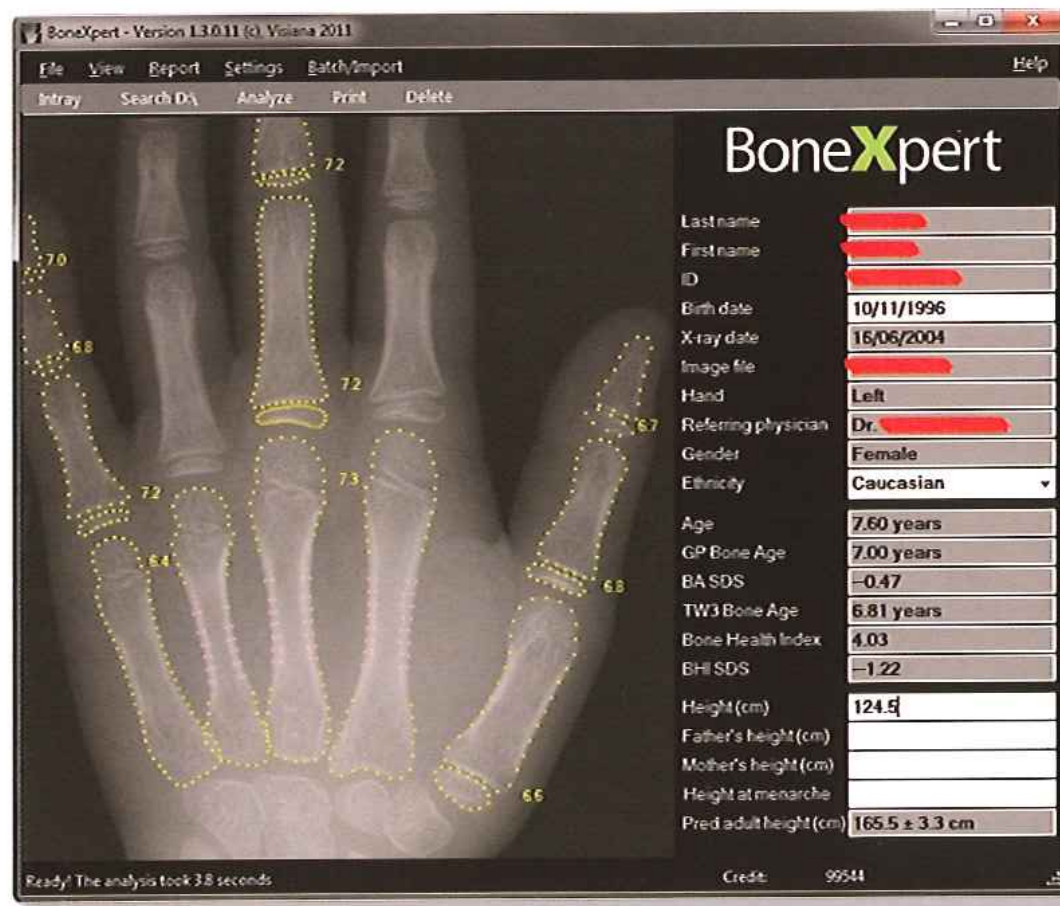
Automated characterisation of bone shape in a left hand's X-ray.
